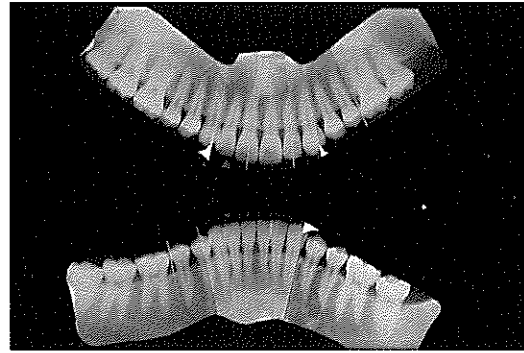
b) 방사선사진에서 치조골 흡수는 관찰되지 않는다.
